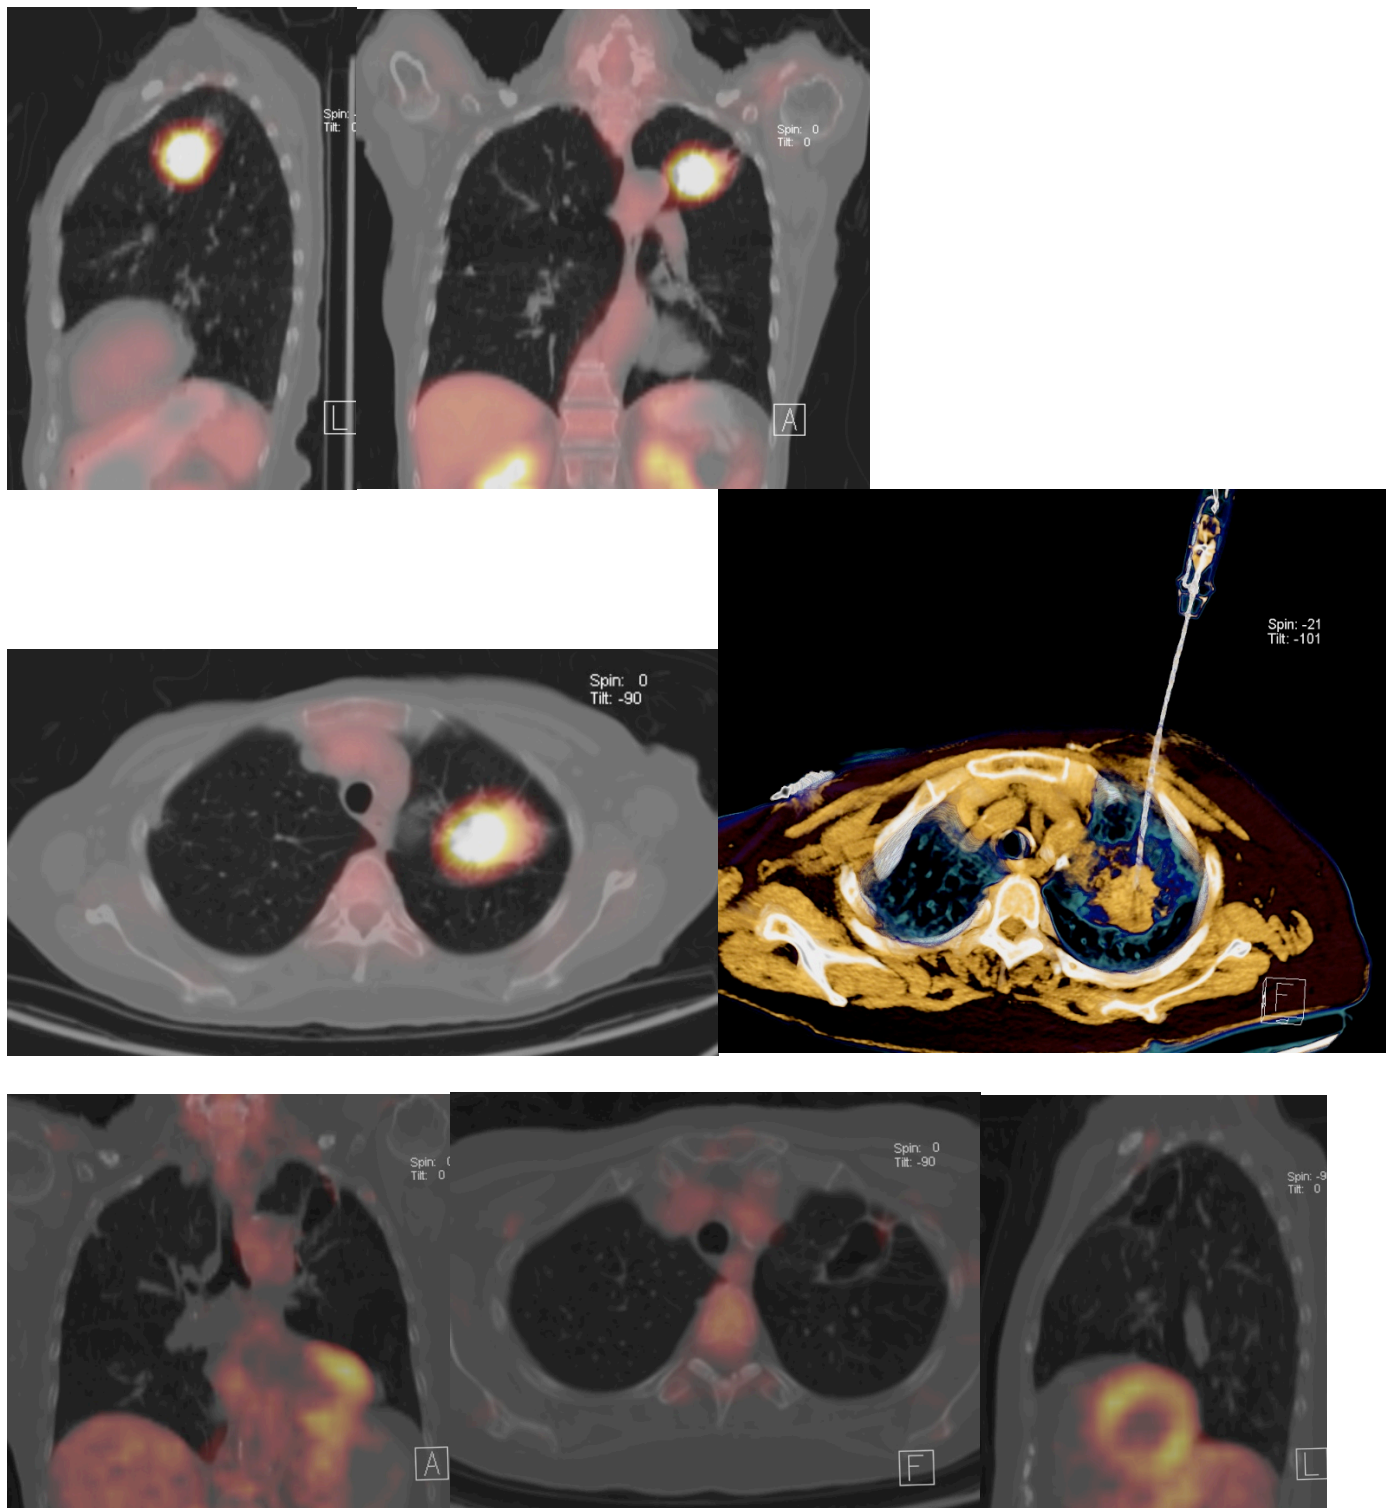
Paciente femenino de 75 años con diagnóstico de Adenocarcinoma de pulmón. A-B-C se muestra una imagen hipermetabolica en múltiples planos en el lóbulo superior izquierdo con un eje mayor de 40mm y un SUV de 9.5. D. Se observa la colocación de la aguja durante la ARF. E-F-G imágenes multiplanares de PET CT 6 meses post ARF en la cual se observa que la masa se a transformado en una zona bullosa de 38mm en su eje mayor y presenta un SUV de 1.4 en relación a cambios fibrosos post ARF
